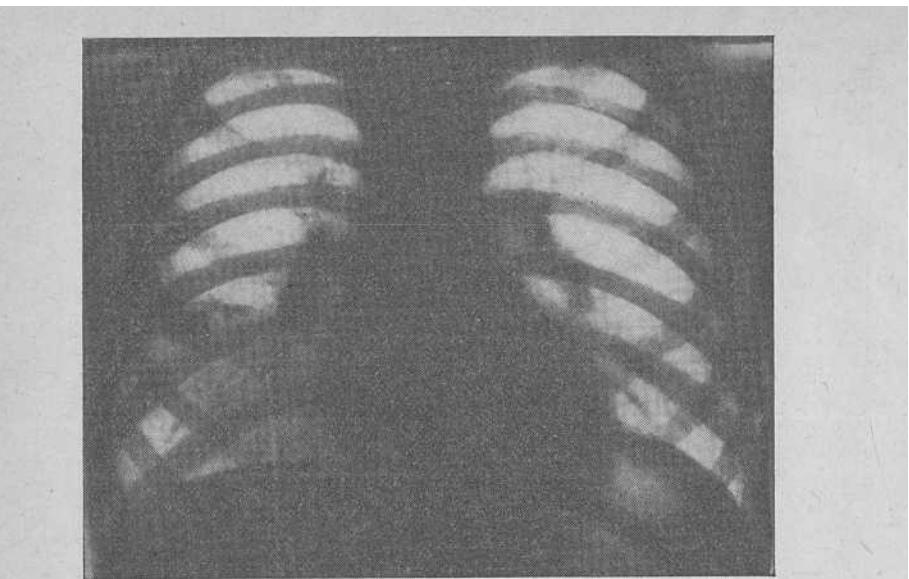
Первичный туберкулезный комплекс в правом легком. Образование «биполярности» при уменьшении воспаления в легком и лимфатических узлах. Рентгенограмма.
